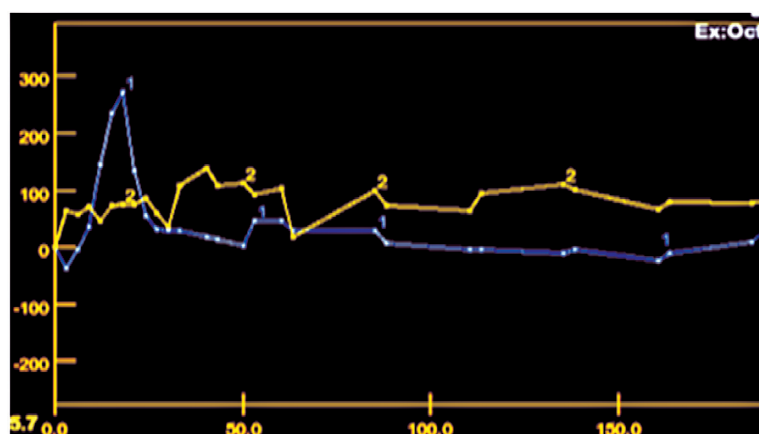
Характер динамической кривой в очаге (хондрогамартома) с умеренной перфузией. На фоне артериального пика аорты (кривая 1) в образовании (кривая 2) отмечается отсутствие пика как такового, однако определяется повышенный уровень кровотока относительно аорты в последующие фазы
